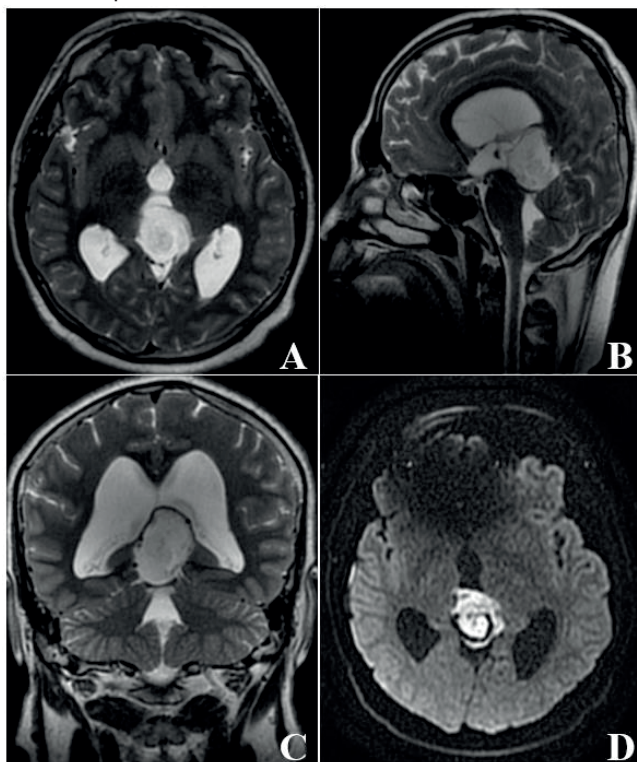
МРТ головного мозга до операции в аксиальном (А), сагиттальном (В), фронтальном (С) срезах в T2 - взвешенном изображении, а также в аксиальном срезе на DWI (D) демонстрирующий образование пинеальной области с обструктивной гидроцефалией
